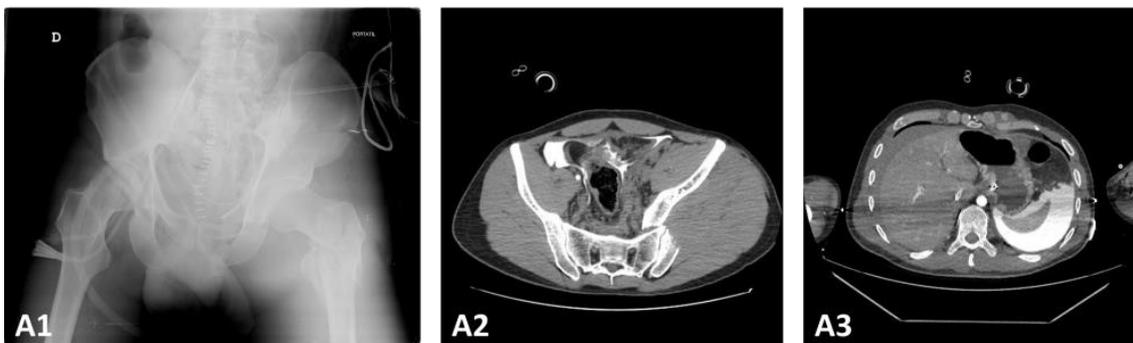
Primeras pruebas de radiodiagnóstico a las que se sometió al paciente en el momento del ingreso. Se aprecia una fractura compleja de pelvis y cotilo en la Rx AP de pelvis (A1) y el TAC abdominopélvico (A2), donde se evidencia también un hematoma retroperitoneal (A3).
